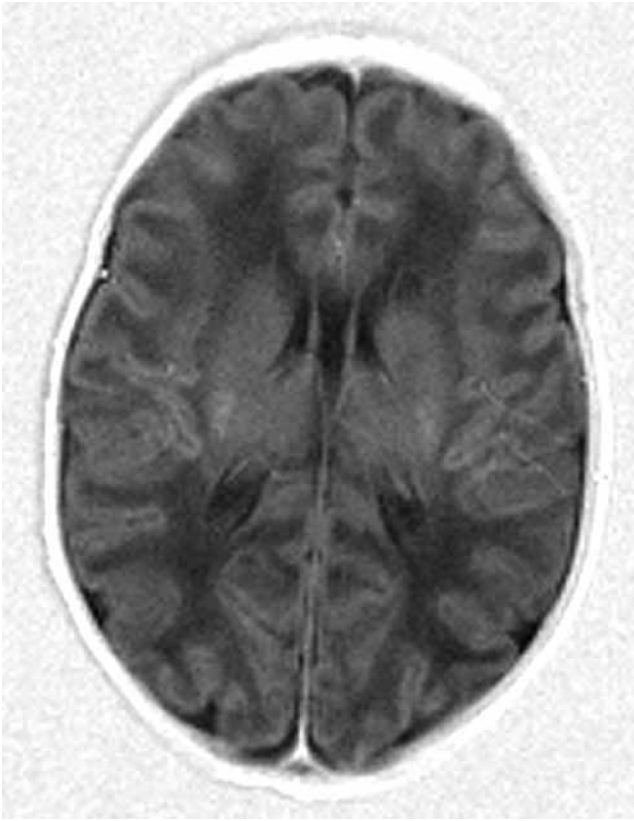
Resonancia magnética cerebral, secuencia T2, que muestra la normalidad de la intensidad de señal periventricular.
